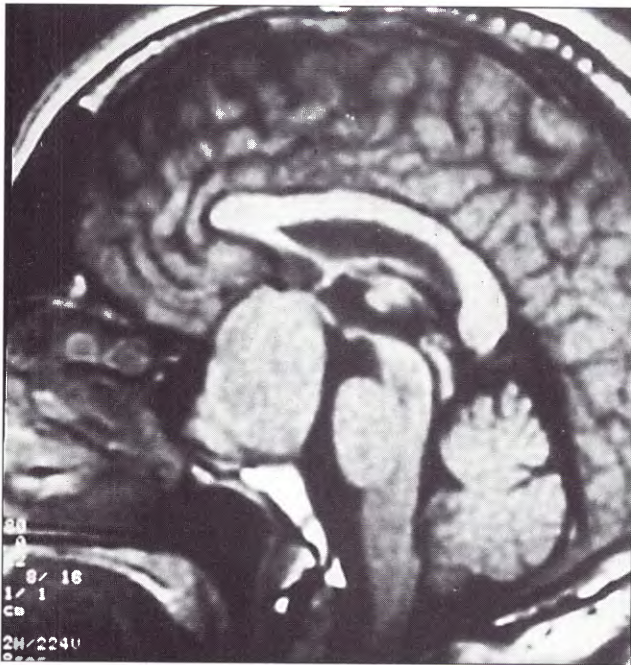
Caso 2: paciente de 57 años en el que se descubre un incidentaloma por un chequeo oftalmológico de rutina que evidenció trastornos de campo visual. En este caso, el hallazgo por IRM de un gran macroadenoma asociado a un compromiso visual decidió la conducta quirúrgica.
